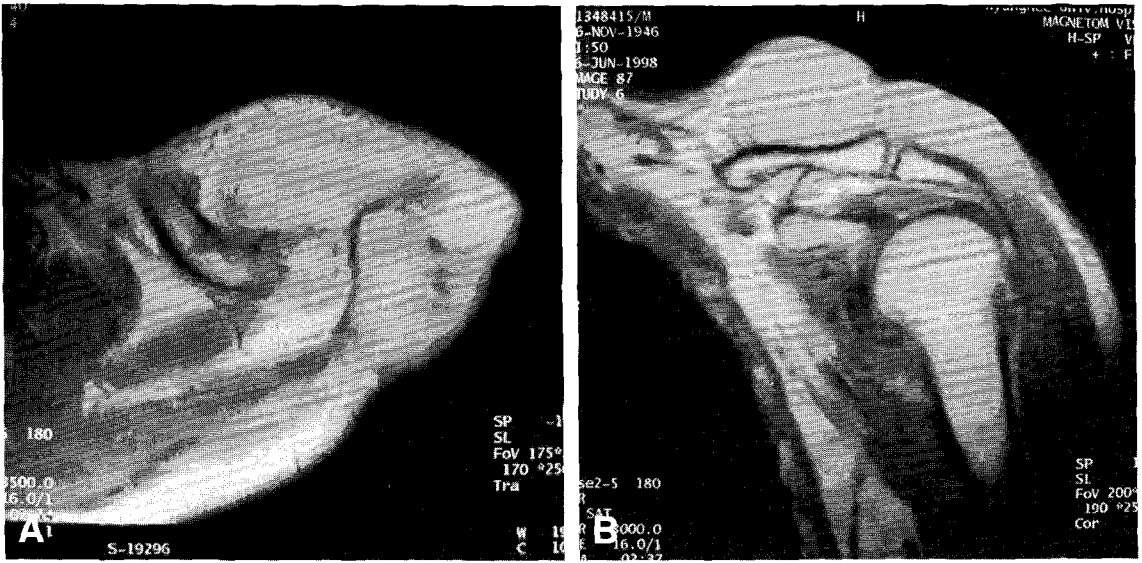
A. Axial image T2WI, B. Coronal image T2WI. MRI on the shoulder reveals soft tissue mass, sized 5×7×10 cm, which is noted at subcutaneous layer of anterior and superior aspect of acromion and clavicle. Invasion of trapezius, deltoid and pectoralis major muscles is noted and erosion or signal change of bony structures are not visible.
